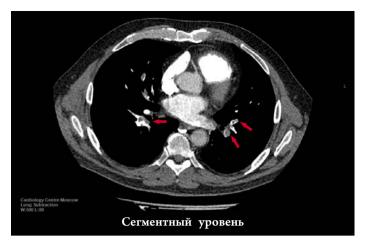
МСКТ-ангиопульмонограмма.
